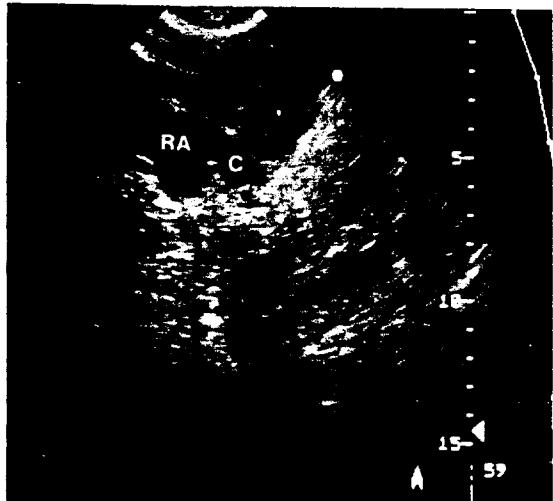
술전 심초음파 소견(apical four chamber view) 관정맥동의 확장을 보인다.
